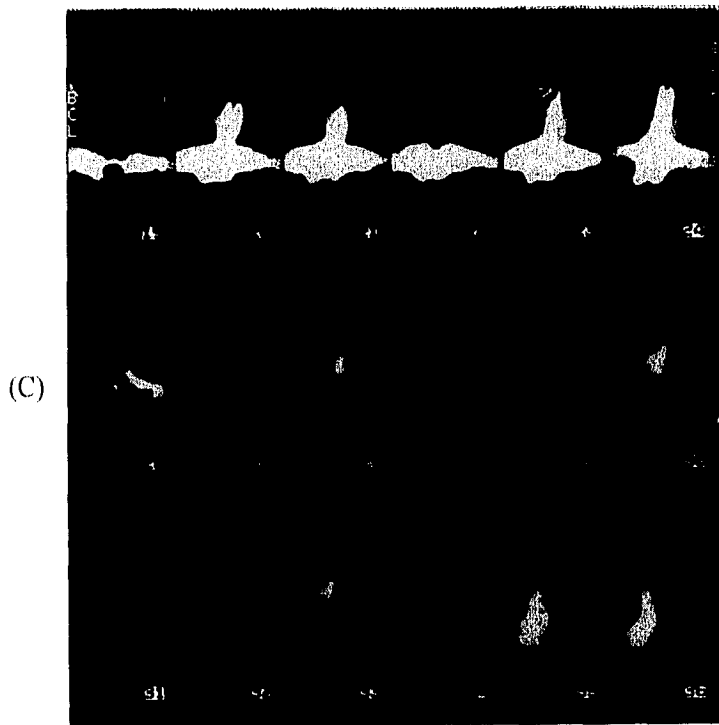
(C) Imágenes paraxiales, en la No. 23 la flecha señala el extremo del implante dentro del seno maxilar, en la imagen No. 26 se aprecia la zona hipodensa del proceso inflamatorio periapical.
